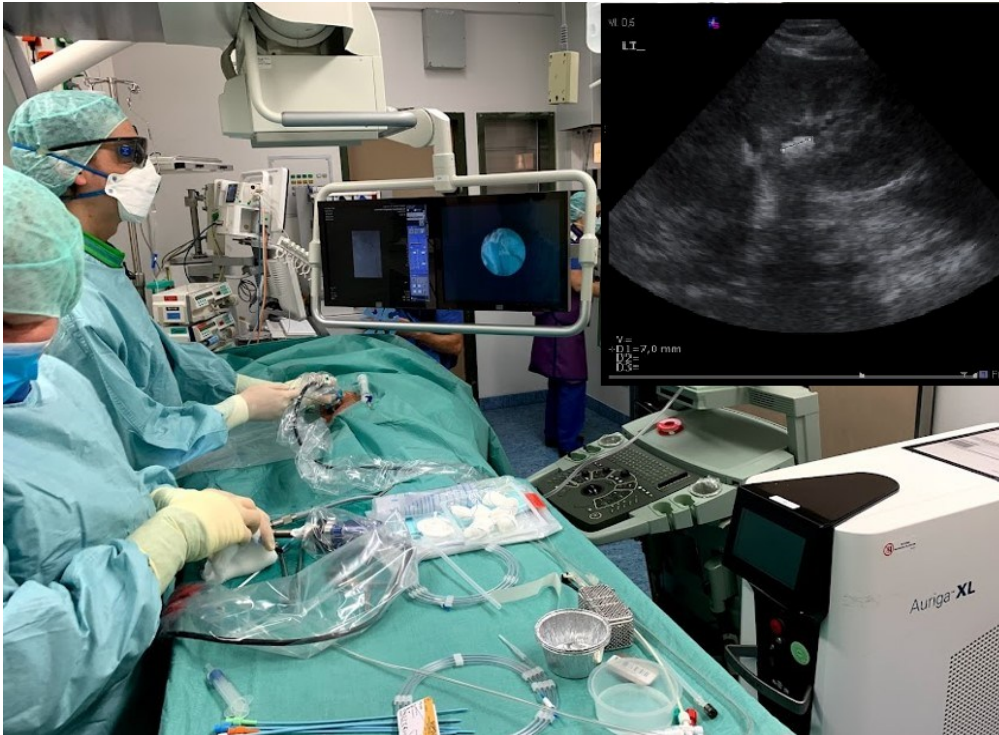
Setting einer PCNL sowie Darstellung eines Konkrements des Nierenbeckenkelchsystems in der Sonographie
